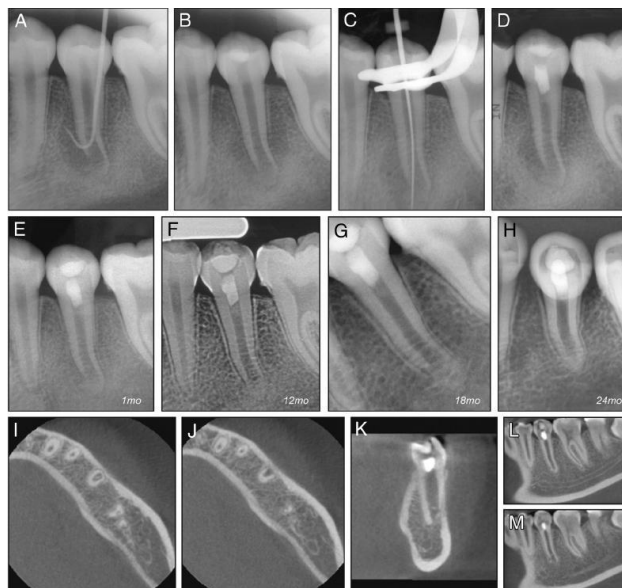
Evaluación mediante radiografía periapical y tomografía computarizada de haz cónico en procedimientos endodónticos regenerativos. La CBCT permite valorar tridimensionalmente la cicatrización periapical, el cierre apical, el grosor de las paredes radicales y los cambios en longitud radicular posteriores al tratamiento ⁹⁴.
